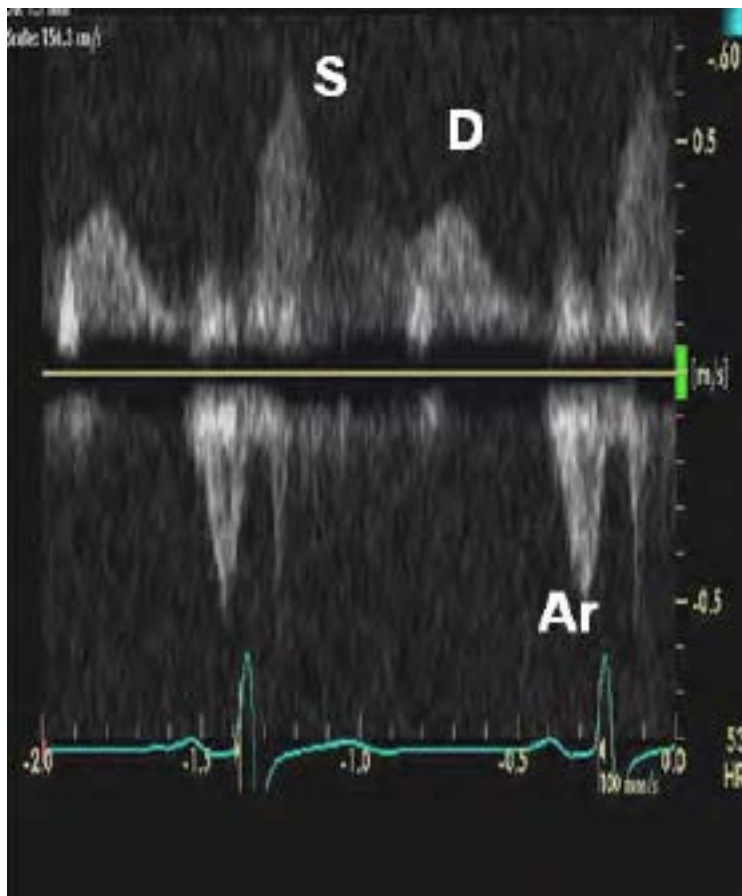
Flujo Venoso Pulmonar con Doppler Pulsado.
